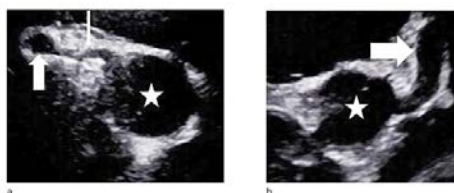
Image échocardiographique des artères coronaires d'un patient avec un PIMS-TS :
